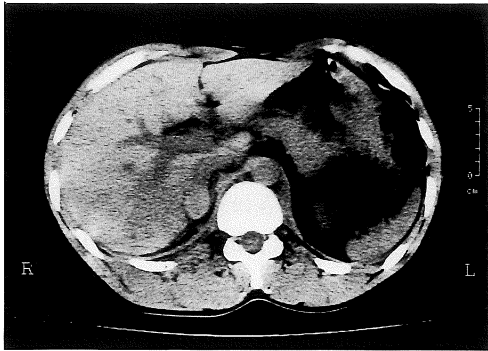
Case 2, CT demonstrates a soft tissue density mass in the right suprarenal region and an ill-defined low density area in the liver representing laceration.
